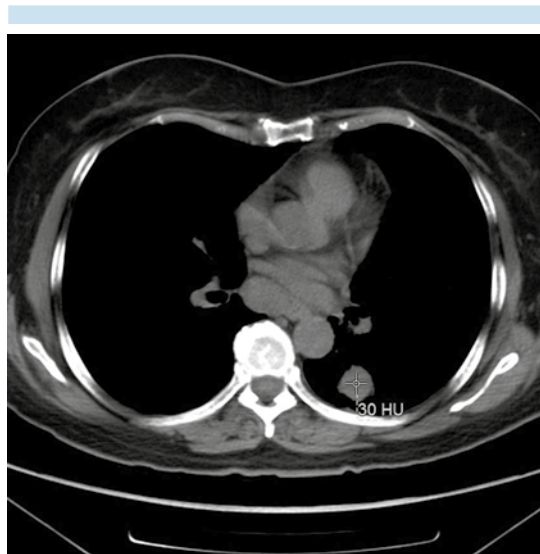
Corte axial, tomografía computada de pulmón, fase simple. Lesión nodular con densidad de tejidos blandos.
